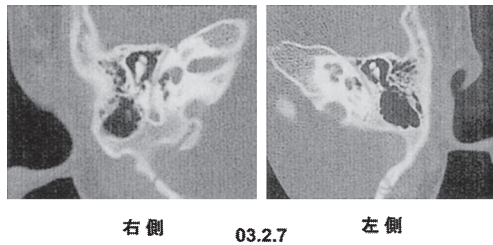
CT scan demonstrated favorable pneumatization in bilateral middle ear after chemotherapy
